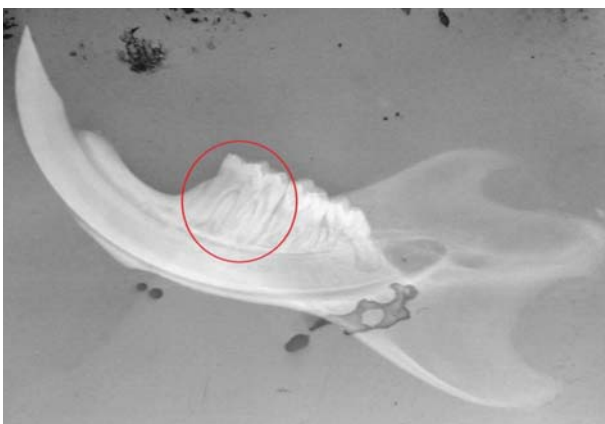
Рентгенограма нижньої щелепи інтактного щура.
